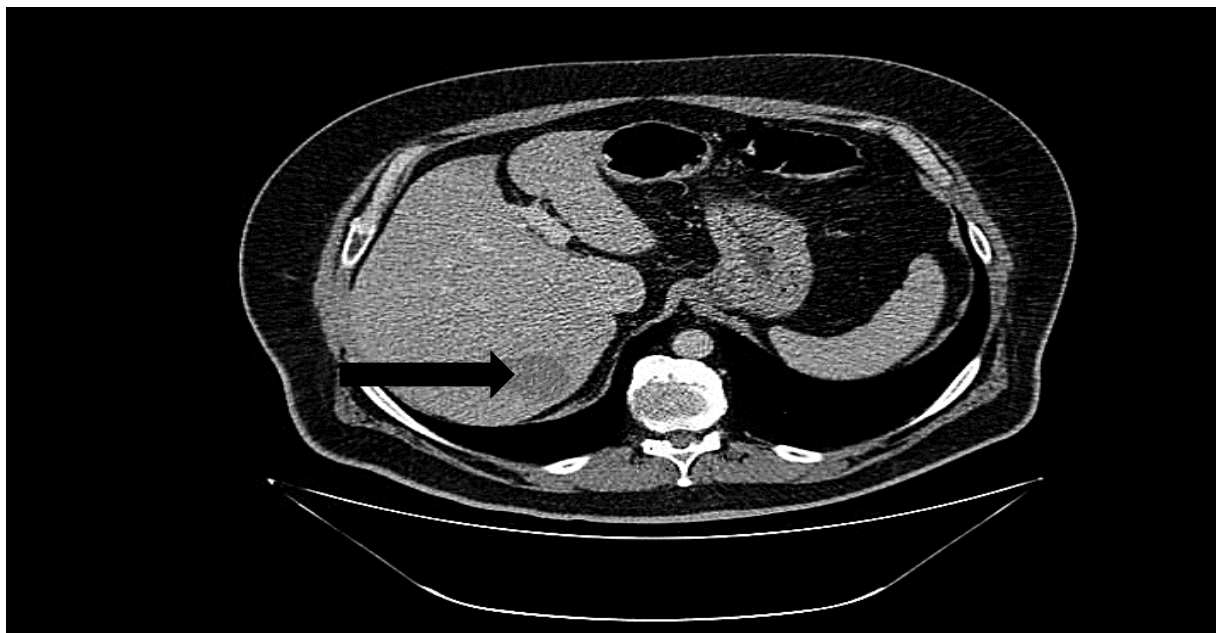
Фотография компьютерной томограммы брюшной полости пациента Г. И/Б 3142\18(стрелкой указан очаг в 7 сегменте печени).
